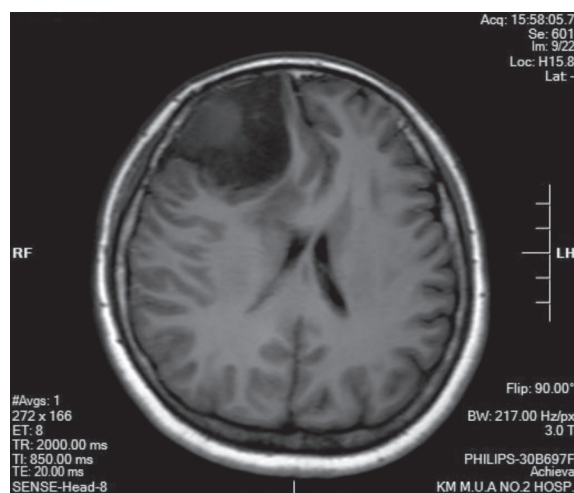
肿瘤呈现等低信号影,伴囊变影,边界清(病例2: MRI T1平扫)
